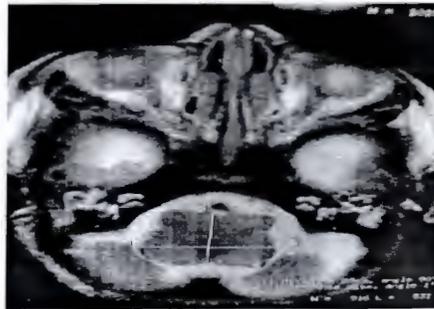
Corte axial de IRM con Gadolinio, se observa tumor difuso en tallo cerebral con desplazamiento de la arteria basilar.
